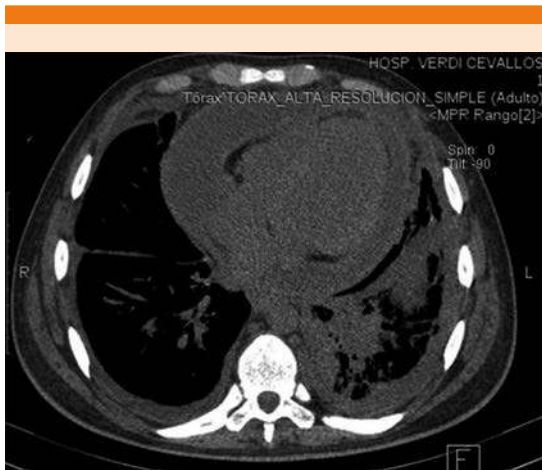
Tomografía axial computada de tórax. Nótese área densa compatible con gran derrame pericárdico, bronquiectasias (anillo de sello), consolidación del espacio aéreo con broncograma en la base del pulmón izquierdo, patrón nodulillar bilateral y engrosamiento pleural bilateral.
